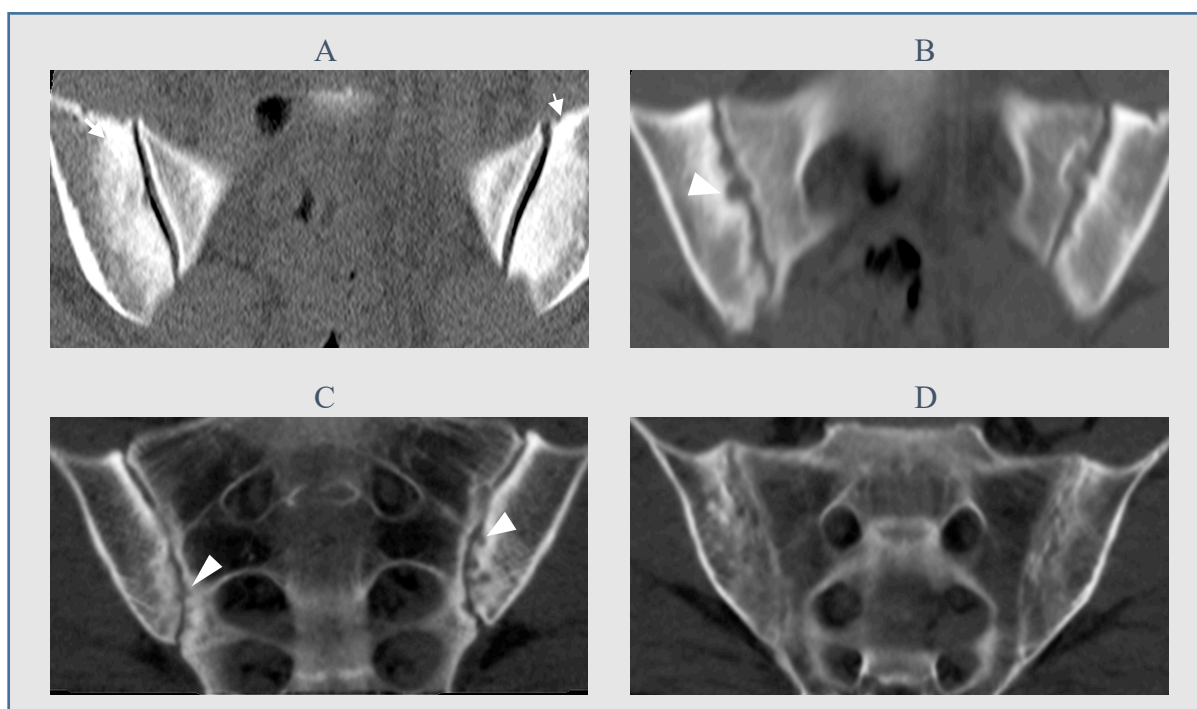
Strukturelle Veränderungen in der CT.
